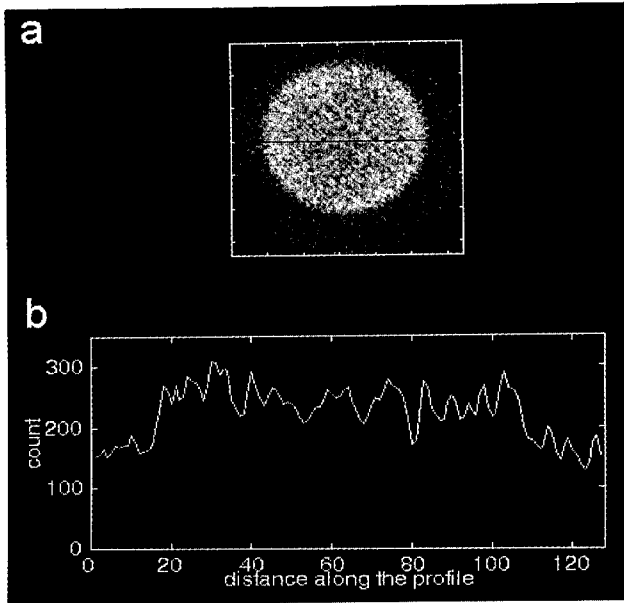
모형의 횡단면단층상과 중앙선에서의 횡방향 계수 프로파일
